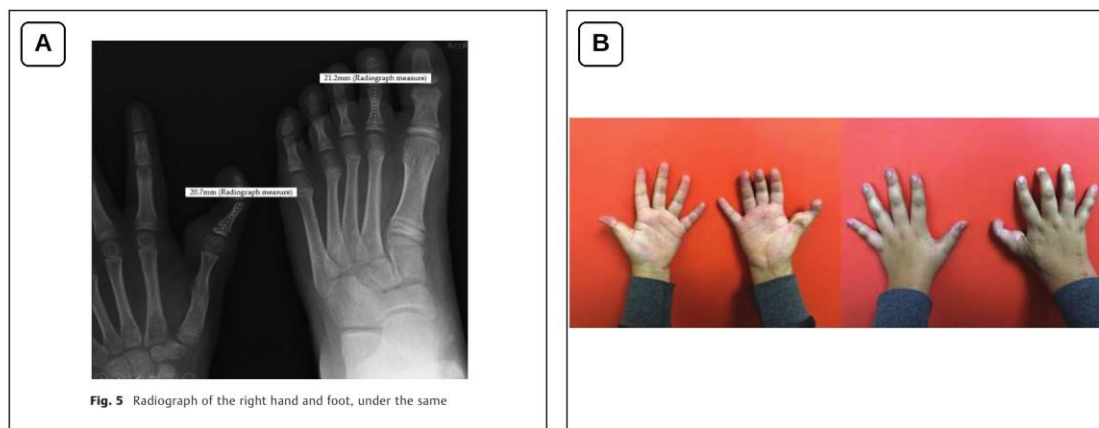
Radiograph of the right hand and foot, under the same
